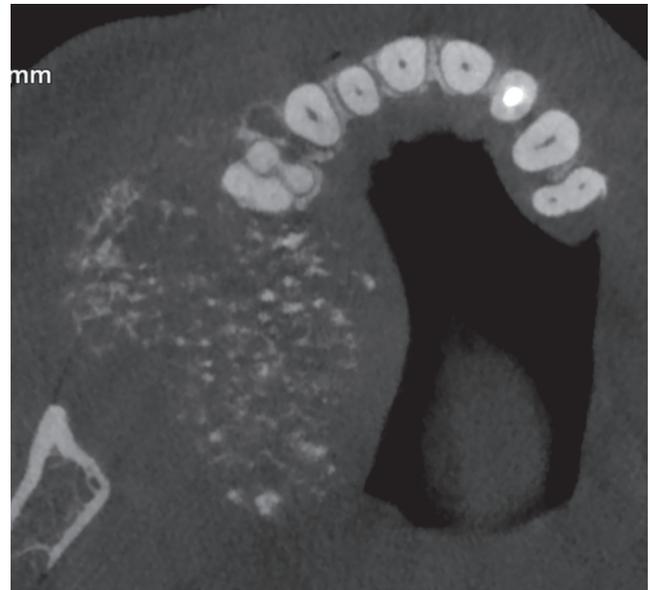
Tumeur épithéliale odontogénique calcifiante (tumeur de Pindborg). CBCT axiale : lésion mixte maxillaire. Large lésion ostéolytique avec corticales soufflées et amincies. Calcifications diffuses (« *driven snow* »).
